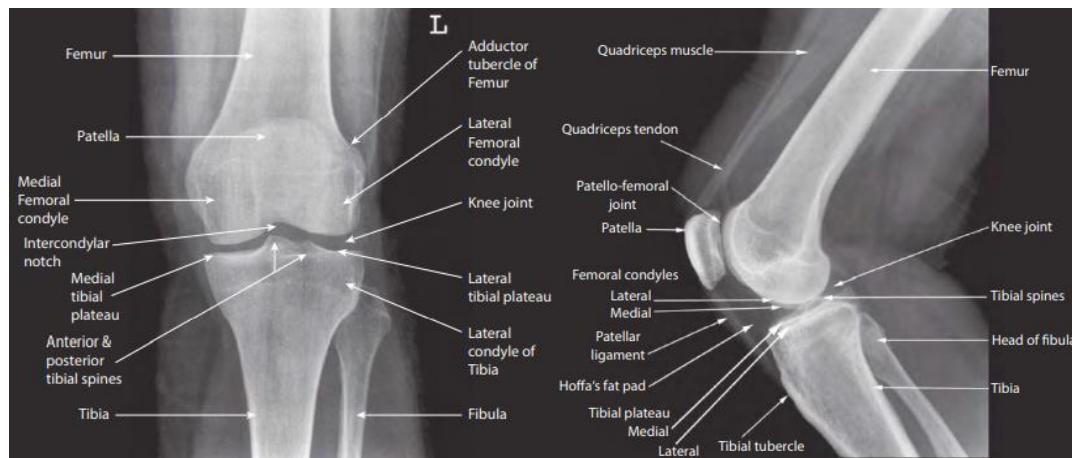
Radiograf *knee joint* proyeksi *Lateral* Kanan dan Kiri
